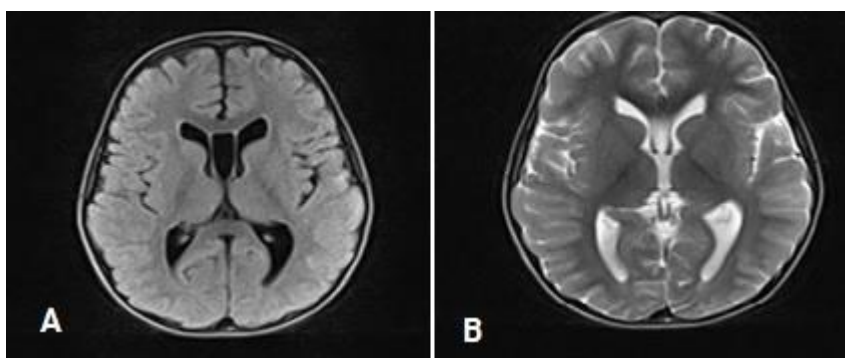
A) IRM de cráneo simple, corte axial, secuencia flair y T2. Sin evidencia de lesiones en sustancia gris y blanca, cortico. B) Subcorticales, solo la presencia de un *cavum de septo pellucidum*.
